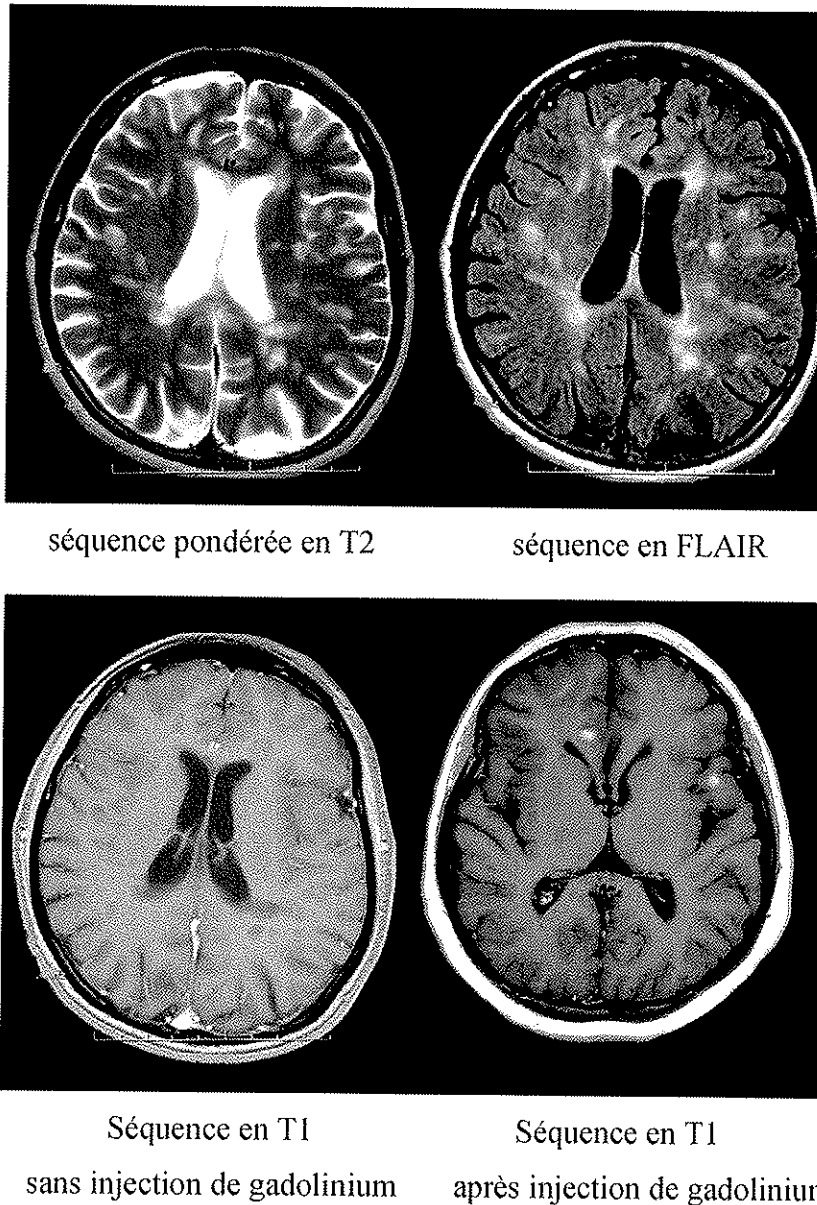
Quatre coupes axiales du cerveau selon différentes séquences IRM [46]
